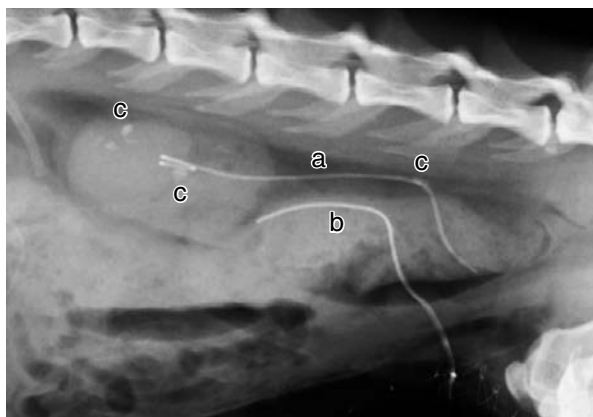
症例12の左尿管ステント留置後のX線右側臥像
